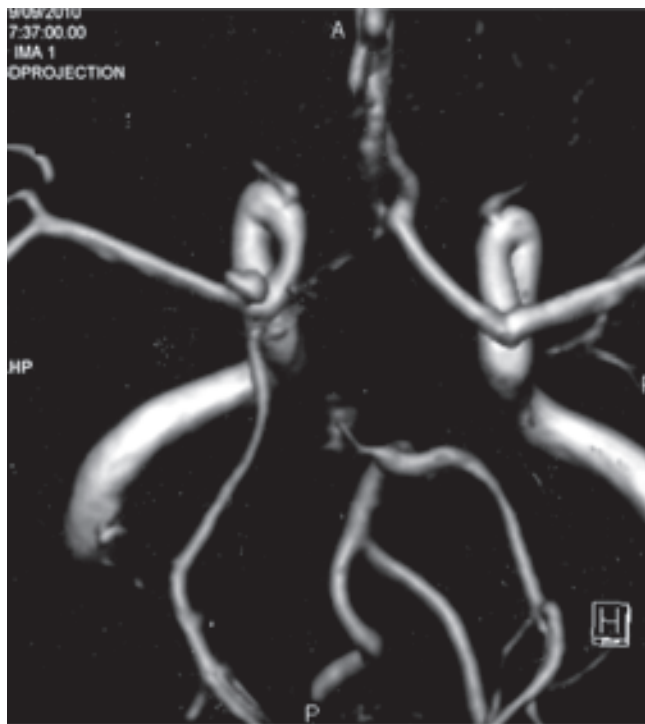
Vista superior de angiografía por resonancia magnética (PA) que muestra hipoplasia del segmento A1 de arteria cerebral anterior ipsilateral al aneurisma.
